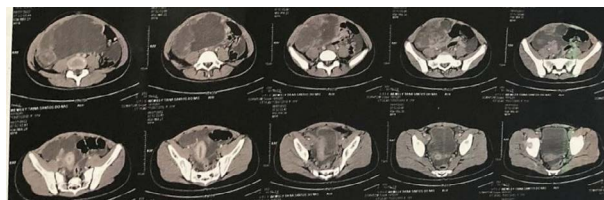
TC de abdomen total (julio de 2022) mostrando masa voluminosa heterogénea, predominantemente quística, con componentes sólidos, márgenes bien delimitados y múltiples septos gruesos intercalados
